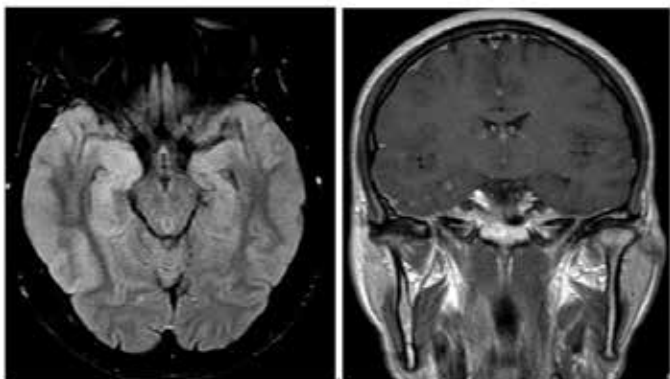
Imagens RM-CE, realizada 7 dias após término da terapêutica com imunoglobulina. Pode ver-se franca melhoria das alterações supracitadas: redução do hipersinal do hipocampo direito, dos realces fronto-parietal e leptomeníngeo temporal direitos, assim como atenuação da hipercaptação do uncus.
